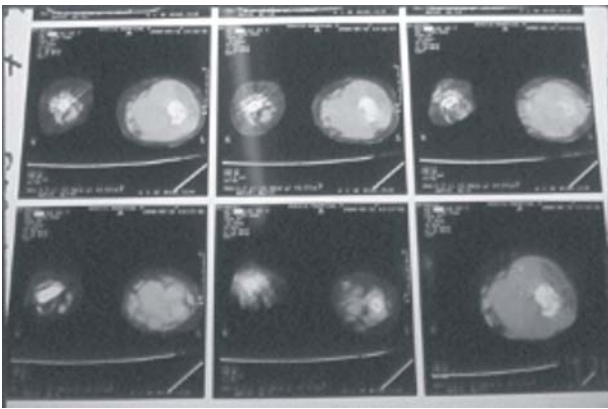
TAC del tumor del muslo izquierdo.
